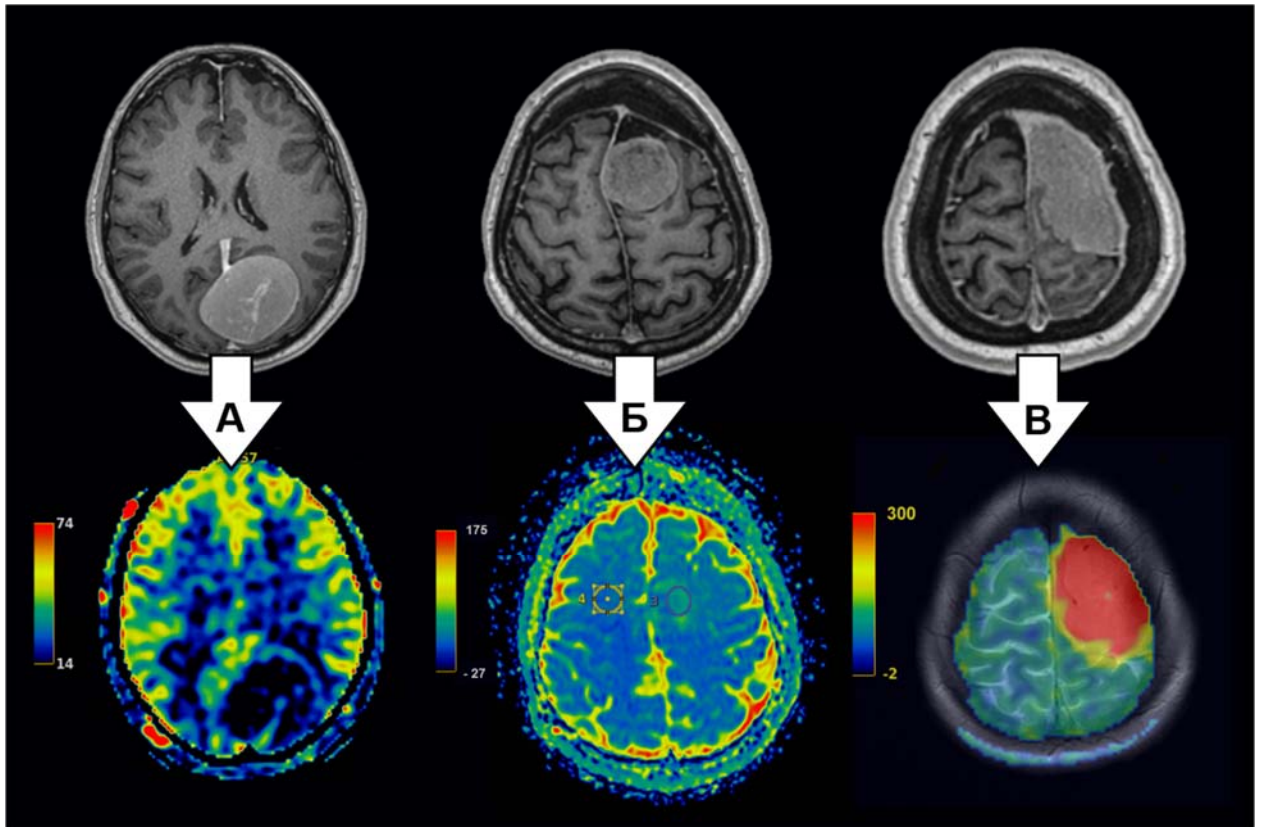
Три варианта перфузии опухоли по данным ASL-MPT. Случай А – гипоперфузия, TBF = 14 мл/100г/мин. Случай Б – нормоперфузия, TBF = 42 мл/100г/мин. Случай В – гиперперфузия, TBF = 300 мл/100г/мин
